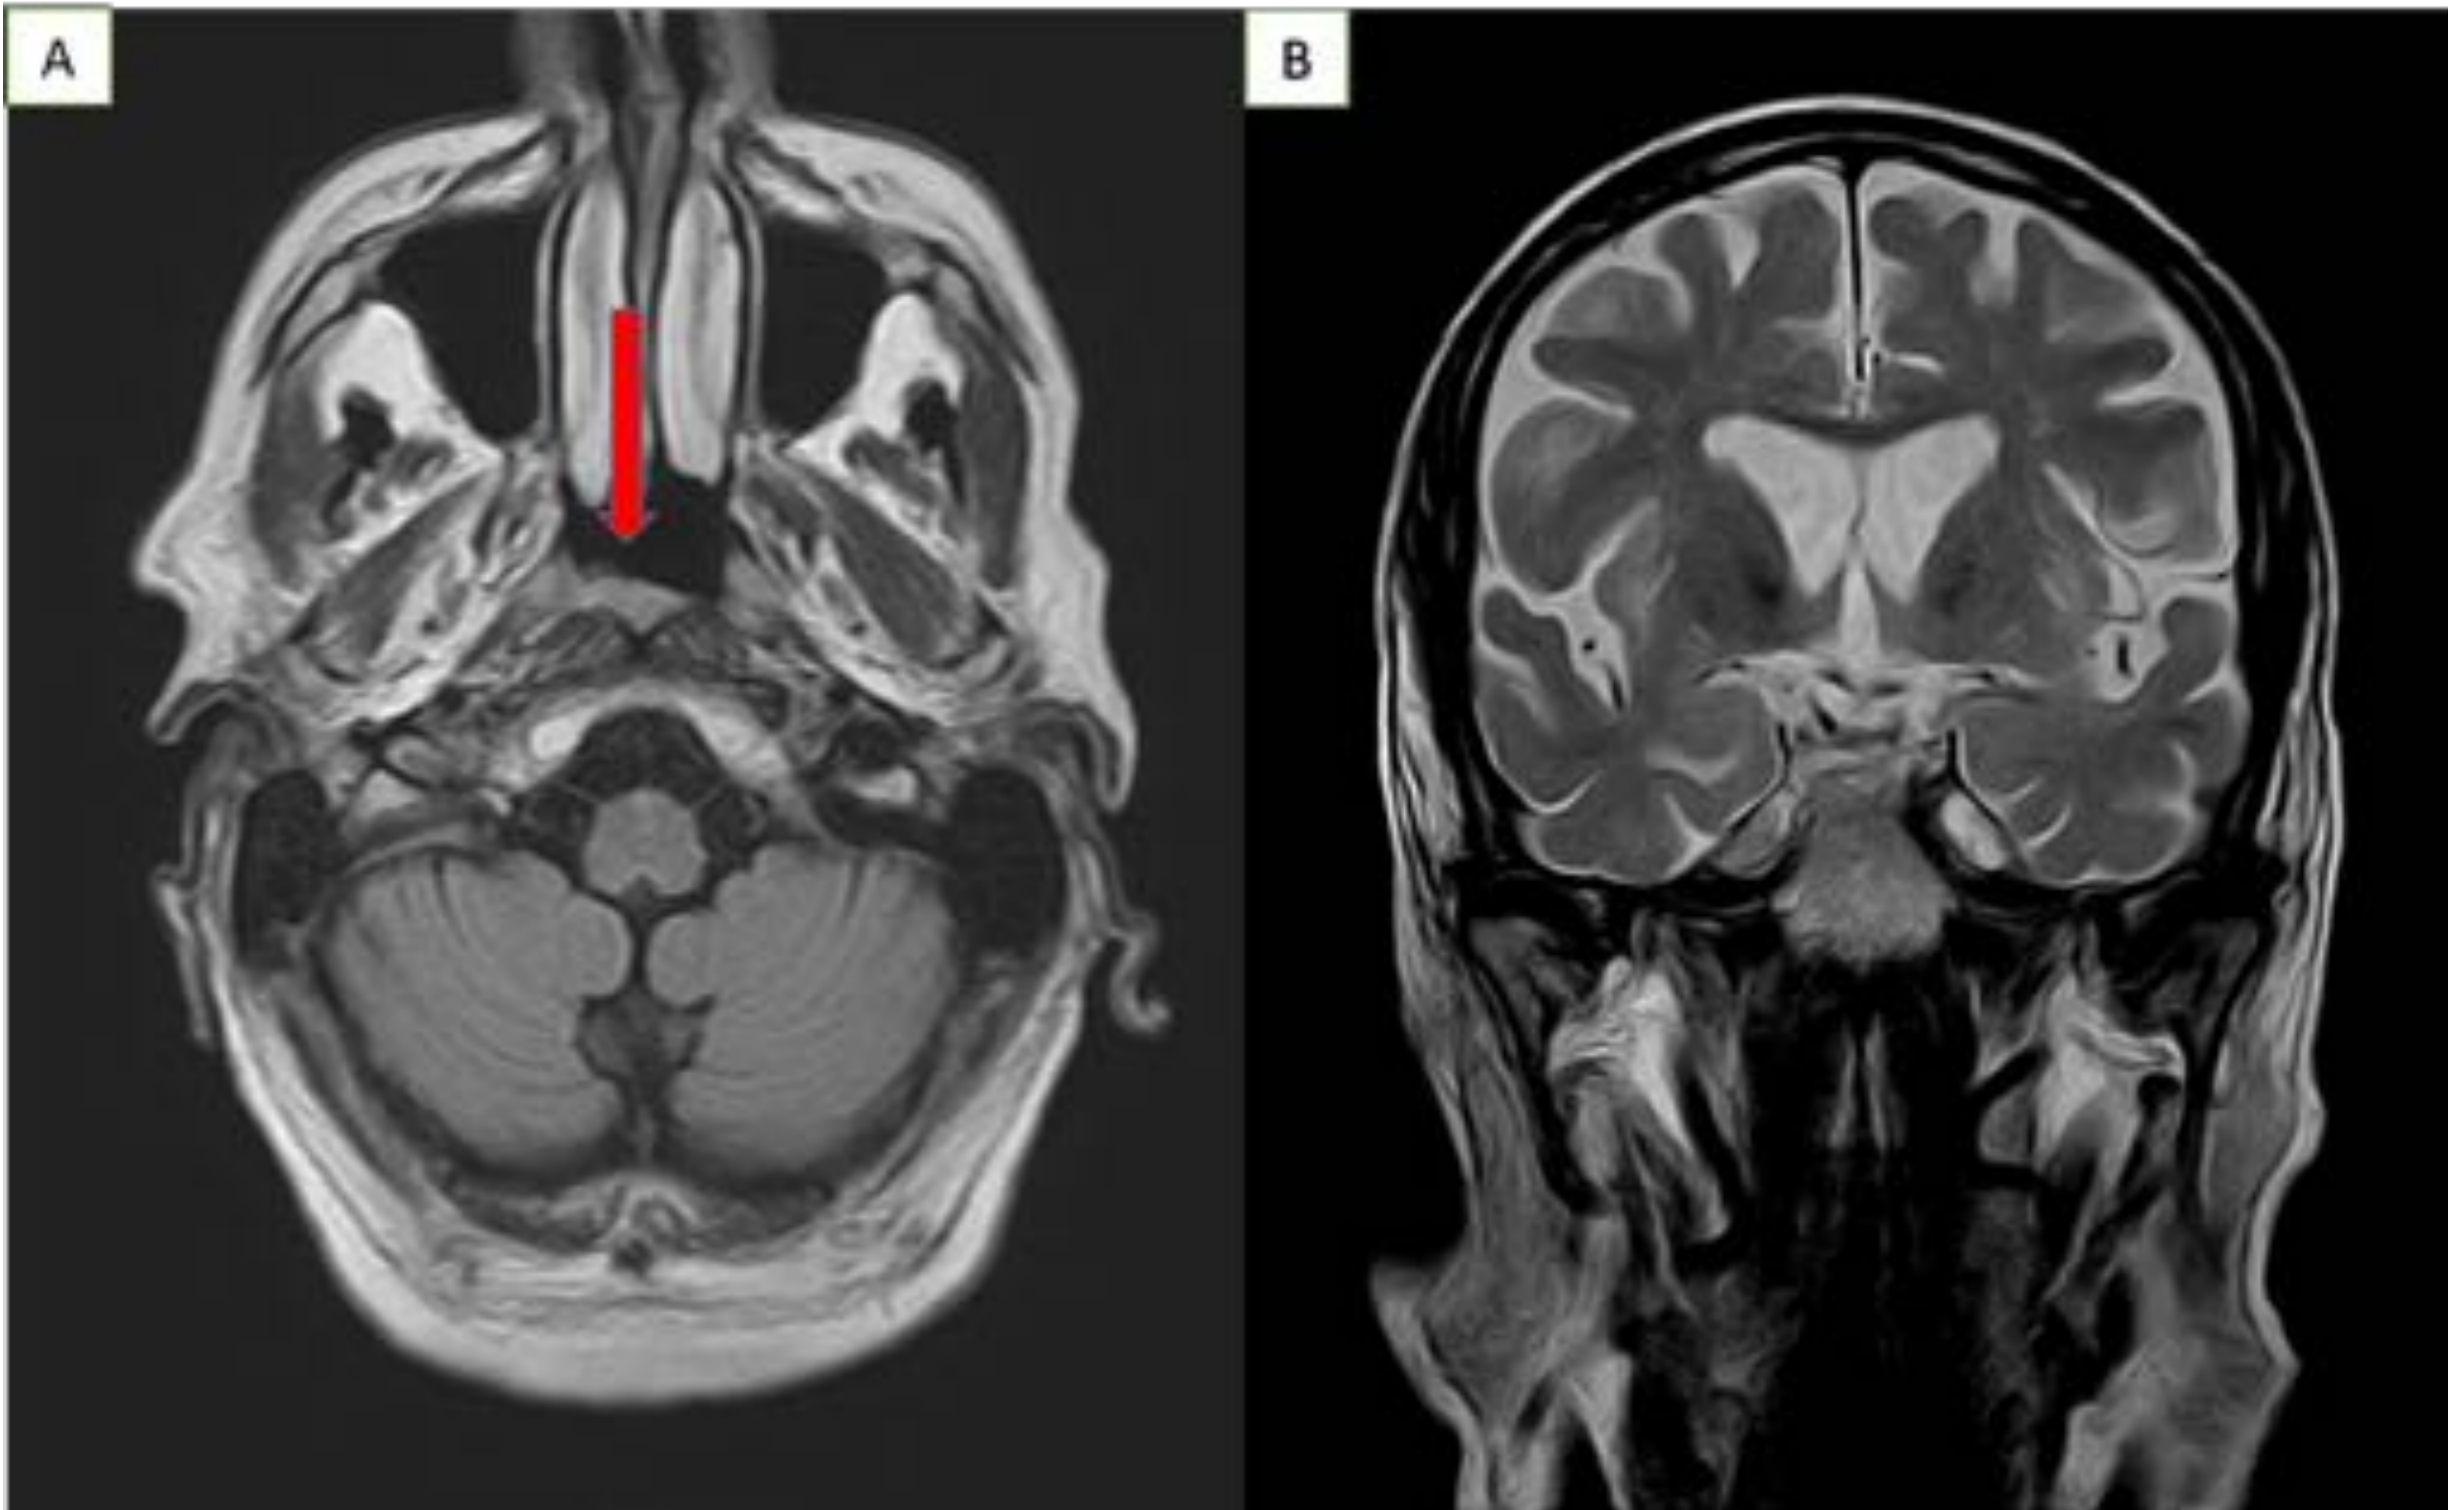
A. Imagen FLAIR axial. Linfoma nasofaríngeo que se visualiza como un sutil engrosamiento del espacio mucoso nasofaríngeo (flecha). Fig 4.B Imagen coronal T2 TSE. El linfoma disemina a partir del receso faríngeo lateral por contigüidad afectando al cavum de Meckel y engrosando el V par.
